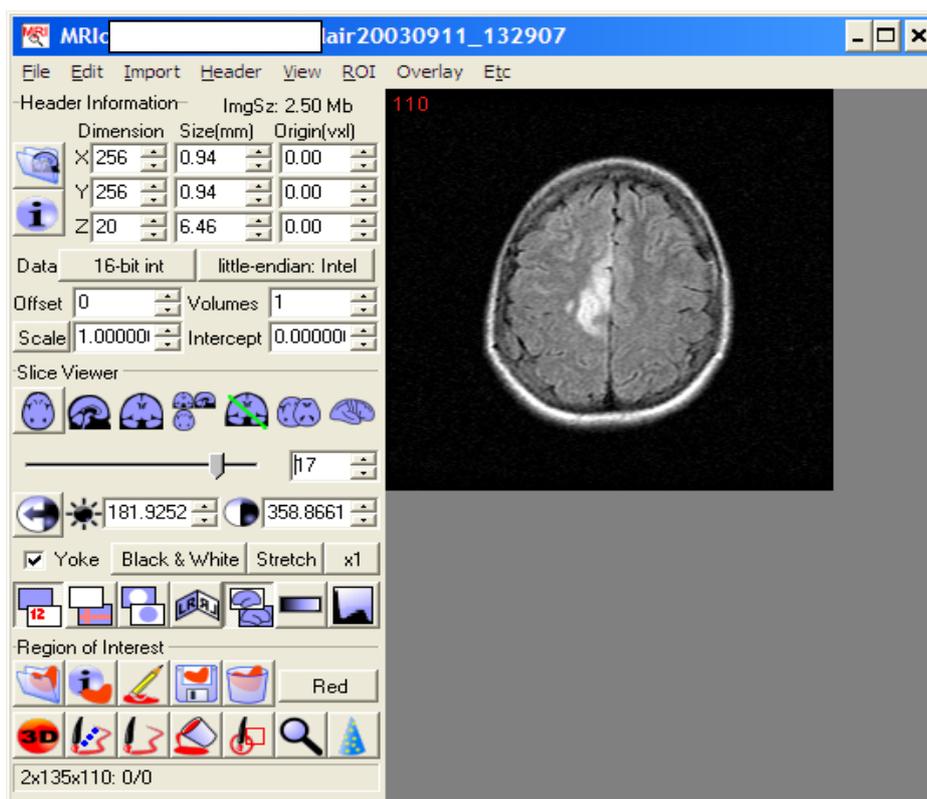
Imagem cerebral de EL, feminino, 31 anos, em axial FLAIR em formato “Analyze”. Processo feito no MRICro.
